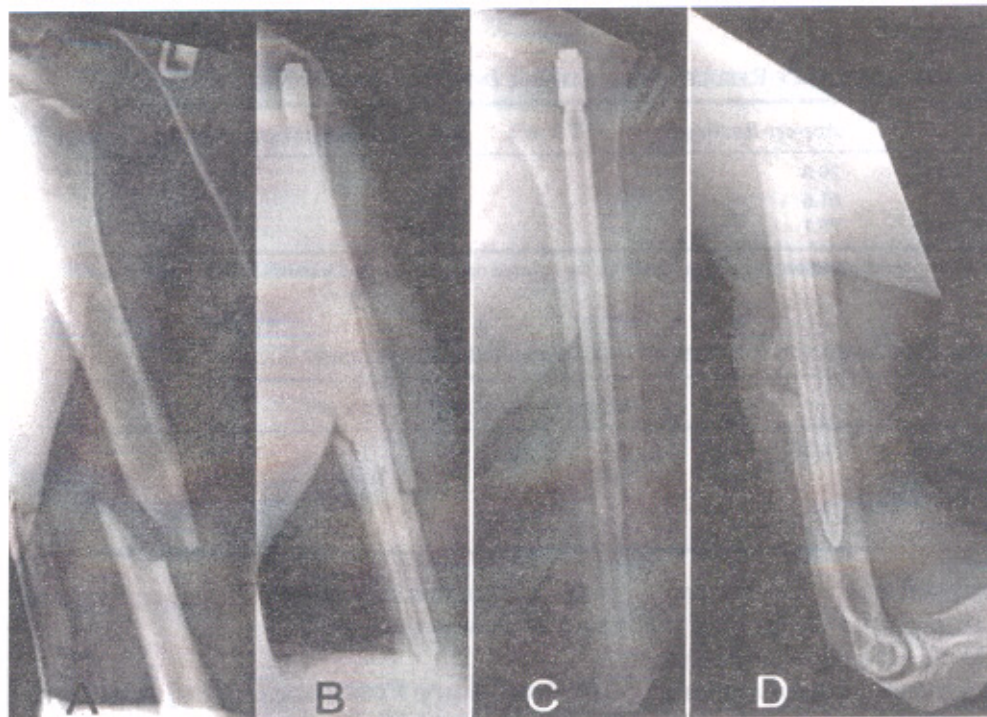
A 37-year-old male with midshaft fracture of left humerus, treated with antegrade inflatable intramedullary nail. (A) Preoperative anteroposterior radiograph. (B) Radiograph made immediately postoperatively. (C,D) Antero-posterior and lateral radiograph made 12 weeks postoperatively, demonstrating radiographic union in anatomical position.
